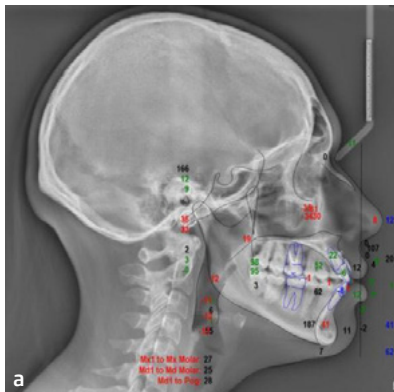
Telerradiografía lateral de cráneo con estudio cefalométrico (a), radiografía panorámica (b).
